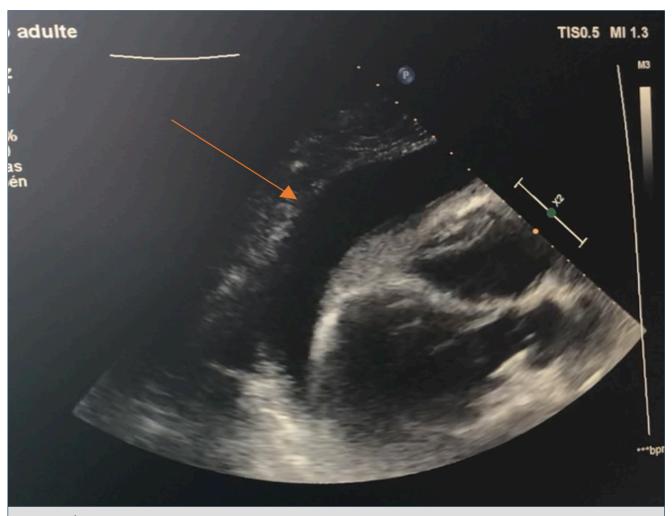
Épanchement péricardique à l'échographie trans-thoracique
